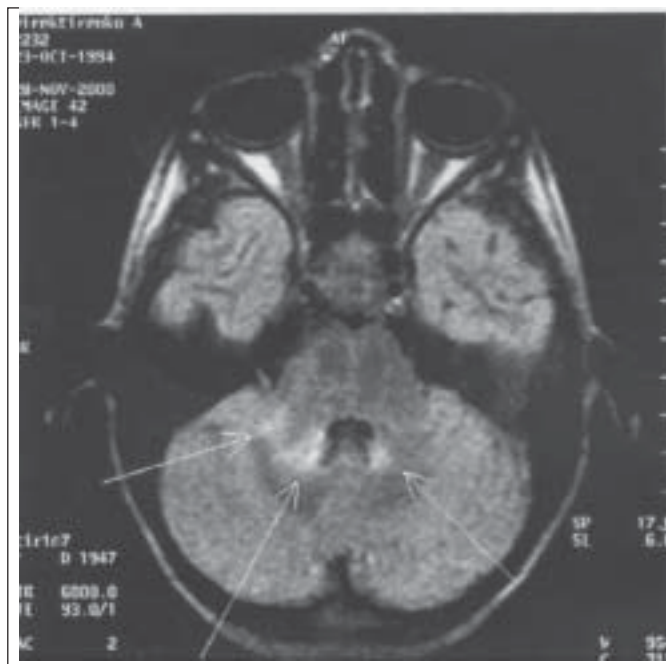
МРТ головного мозга ребенка с острым рассеянным энцефаломиелитом.
